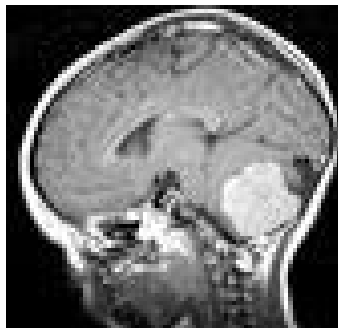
Resonancia magnética en corte sagital, secuencia T1, de un niño con meduloblastoma
